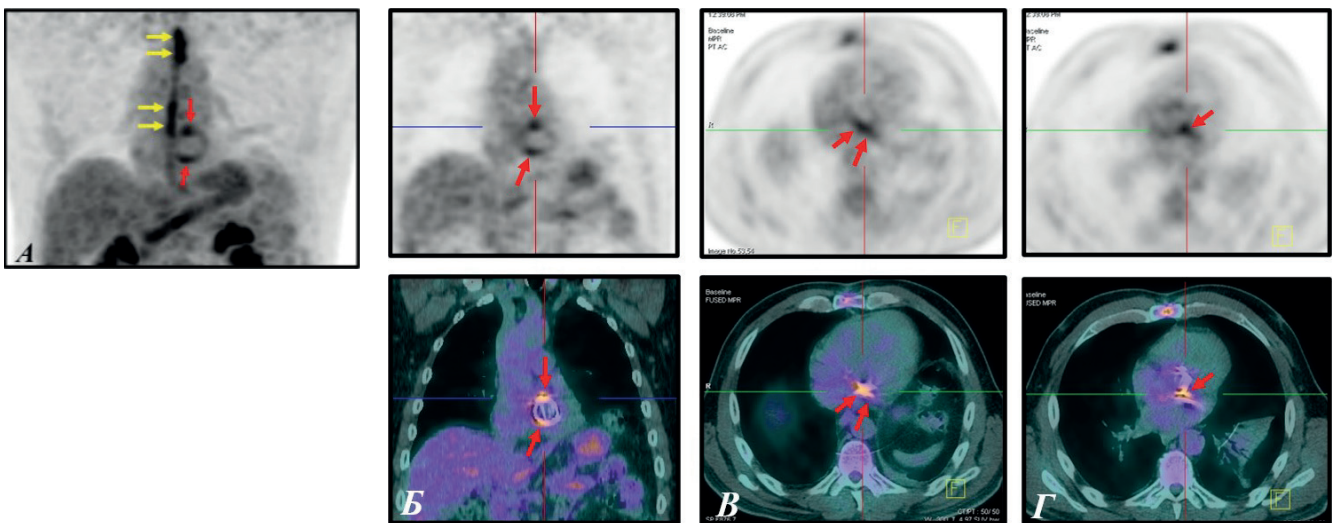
Пример ложноположительного результата ПЭТ/КТ в группе сравнения.
